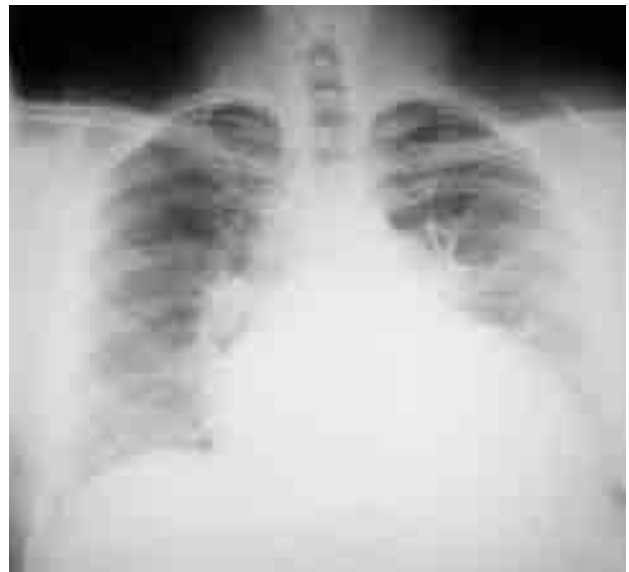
Рентгенограмма органов грудной клетки того же пациента.
